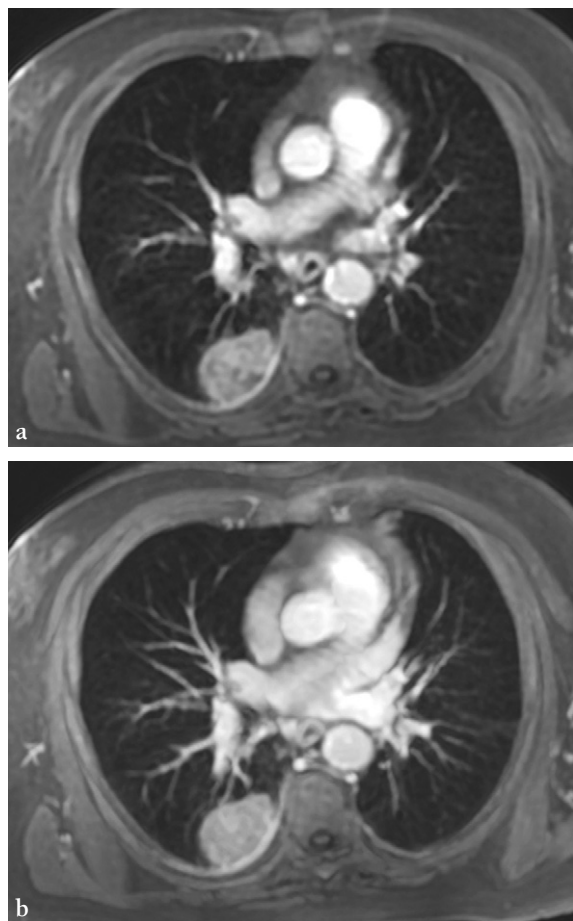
Coupes IRM dans le plan axial (volume en écho de gradient pondéré en T1) de 3 mm d'épaisseur (a) et en MIP épais de 10 mm (b), qui montrent une masse postérieure et les vaisseaux rehaussés.
